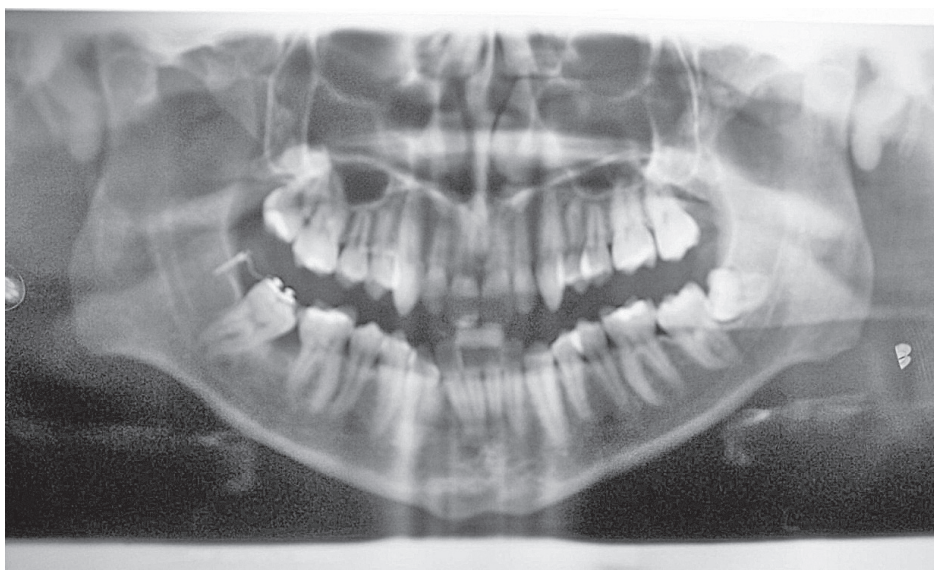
Periapical radiogram taken 4 months after beginning of treatment
